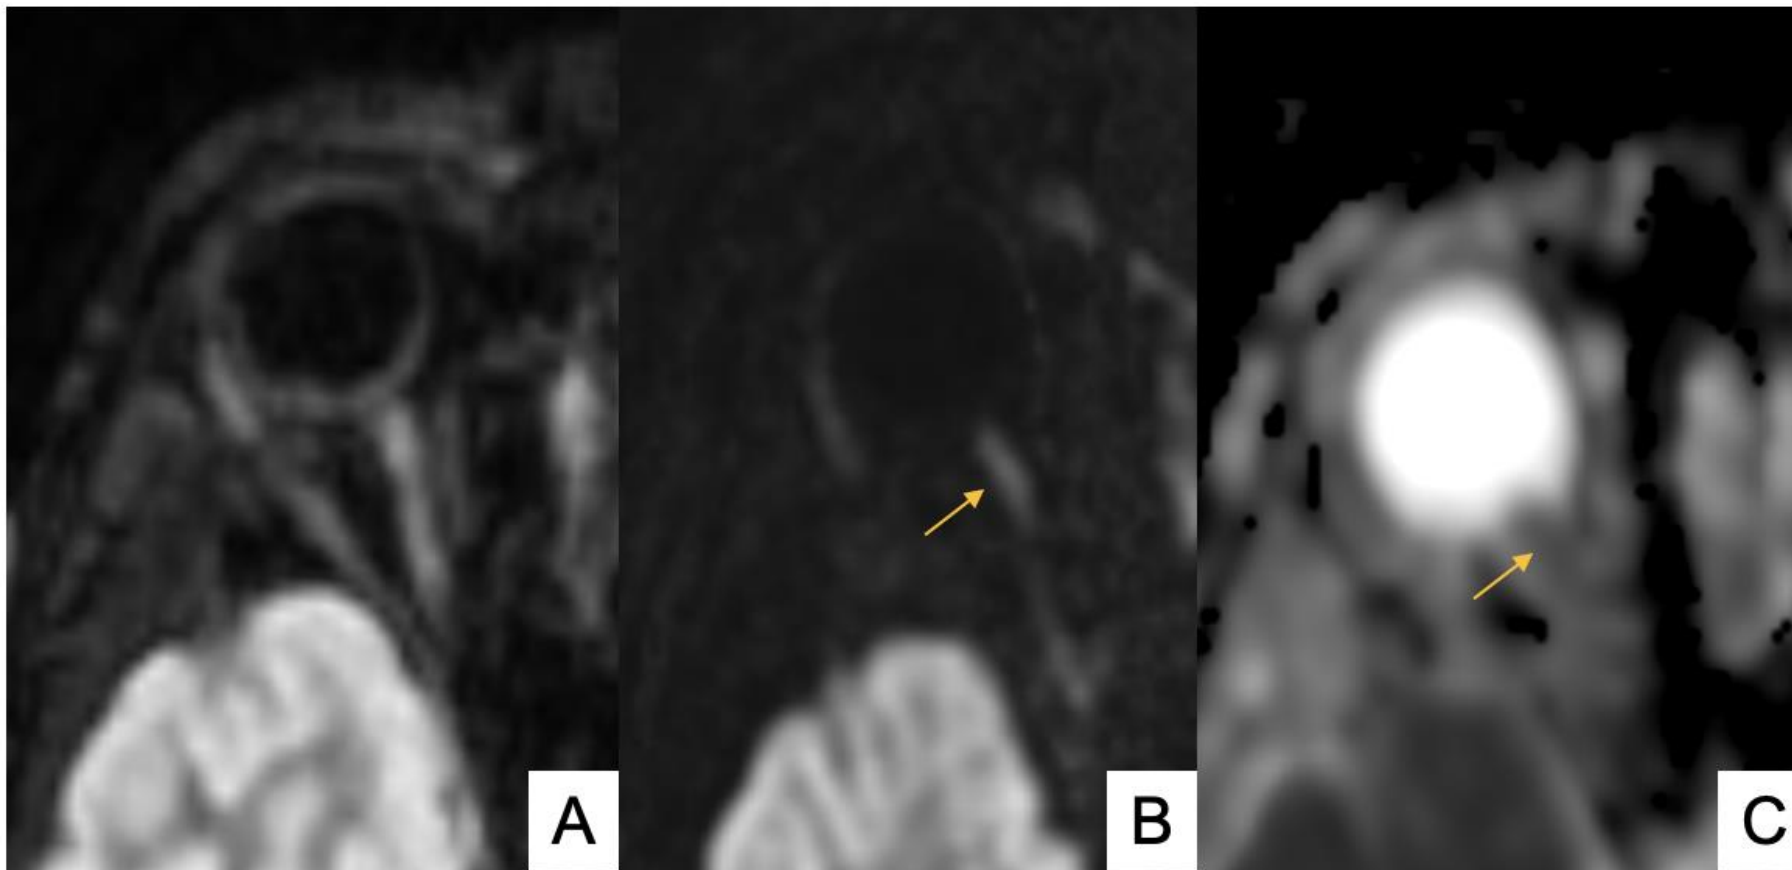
RM DE CRANEO. Neuritis óptica. Niña de 6 años. Se observa hiperintensidad de señal en T2 fat-sat axial (A) con restricción de la difusión en DWI / ADC (flechas amarillas)(B, C), tras la administración de contraste se observó realce parcheado del nervio. Resolución total en controles posteriores.
